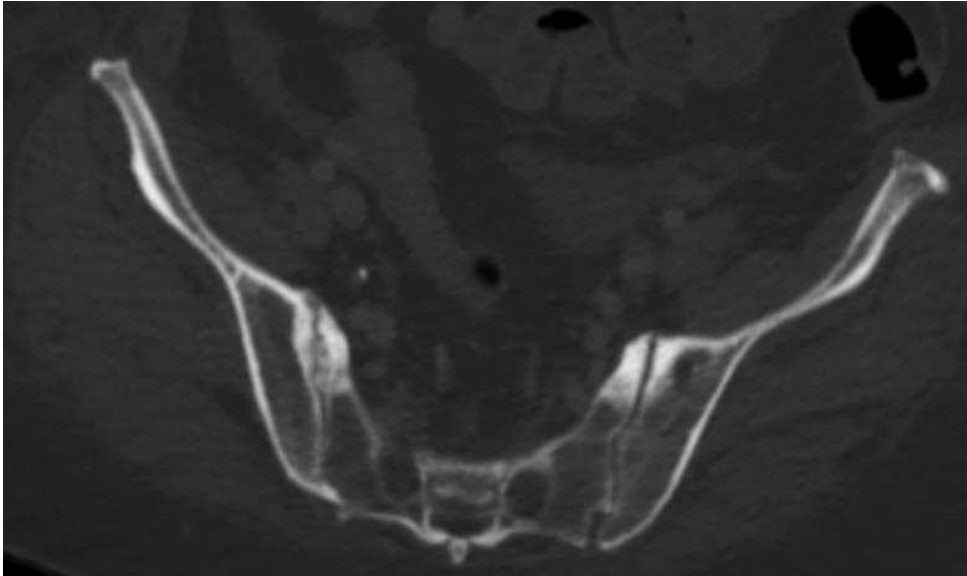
TDM du bassin de face. Arthrose jugée significative du côté droit : sclérose sous chondrale évocant une origine mécanique, pincement articulaire, discrets ostéophytes para-articulaires, érosions et microgêodes sous chondraux significatives évocatrices d'une origine mécanique. Arthrose jugée significative également du côté gauche : sclérose sous chondrale marquée et présence d'autres remaniements dégénératifs sur un niveau de coupe différent que celui présenté.
